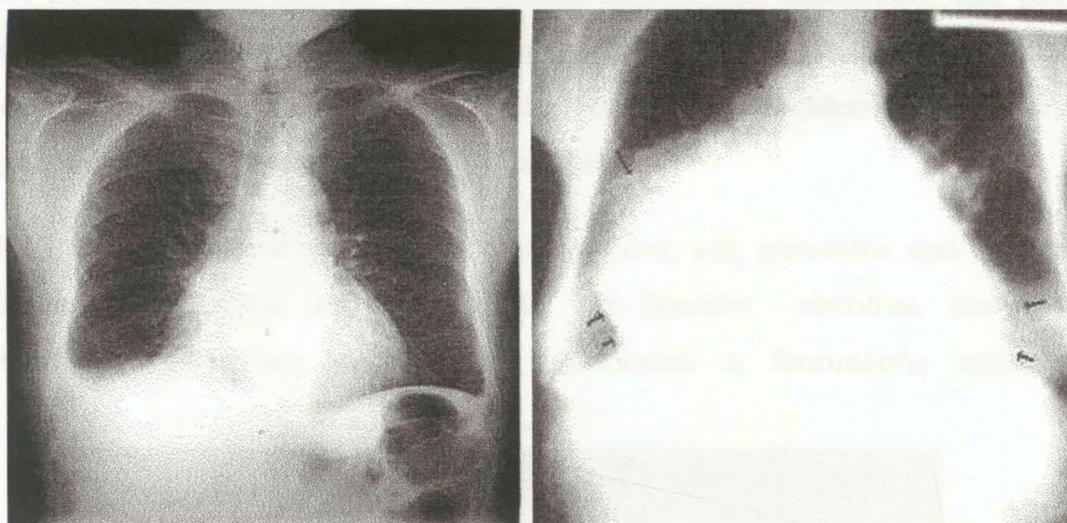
Izquierda; radiografía de tórax con silueta cardíaca en parámetros normales. Derecha: cardiomegalia por Cardiopatía dilatada Chagásica.
